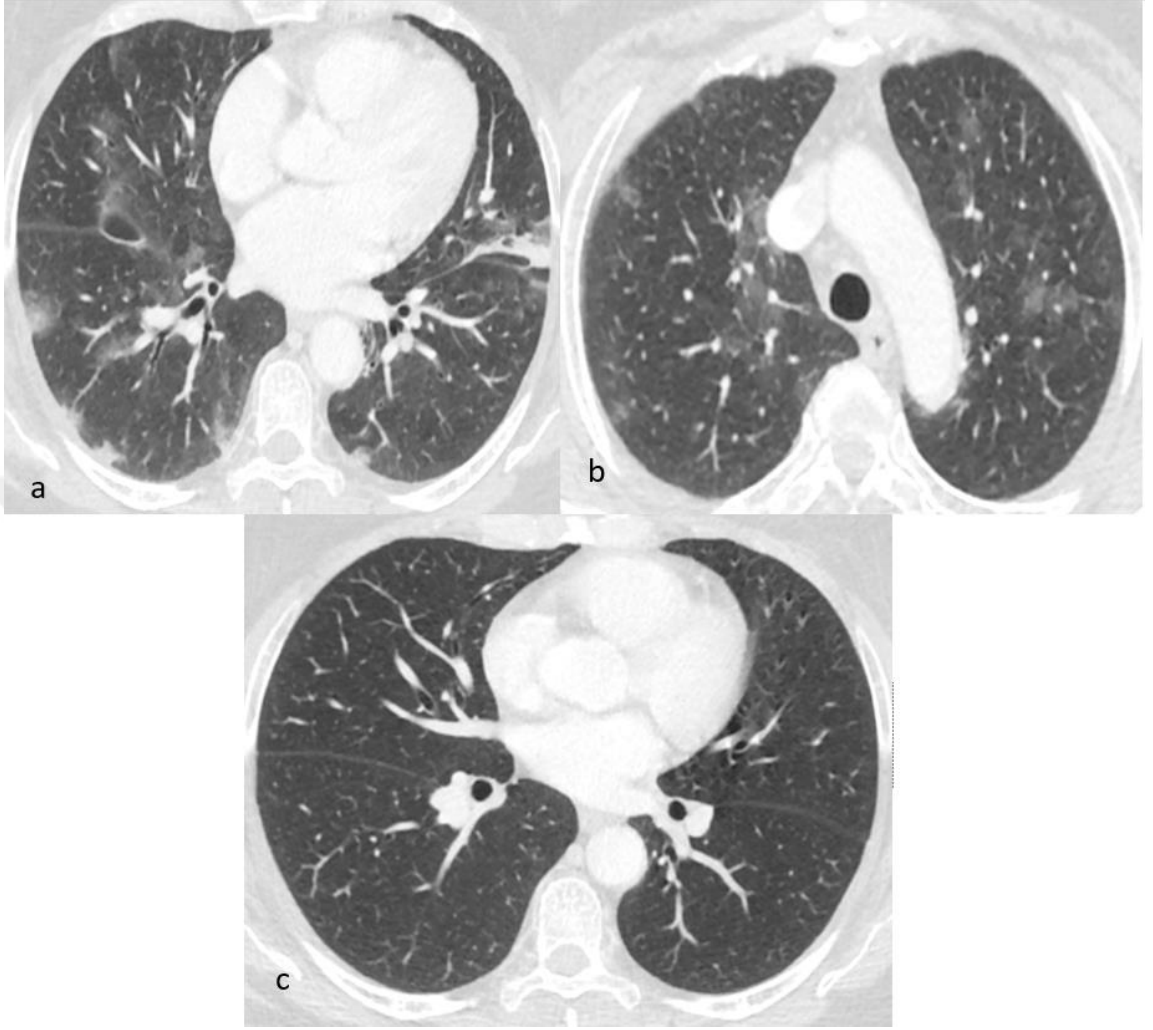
67 yaşında, kolon adenokarsinomu olan ve aynı zamanda kemoterapi alan erkek hastanın COVID-19 RT-PCR+ a-b-c: ilk tanı anında her iki akciğerde COVID-19 pnömonisi ile uyumlu periferik ağırlıklı buzlu cam dansiteleri (yeşil oklar). BT şiddet skoru 7 puan.
